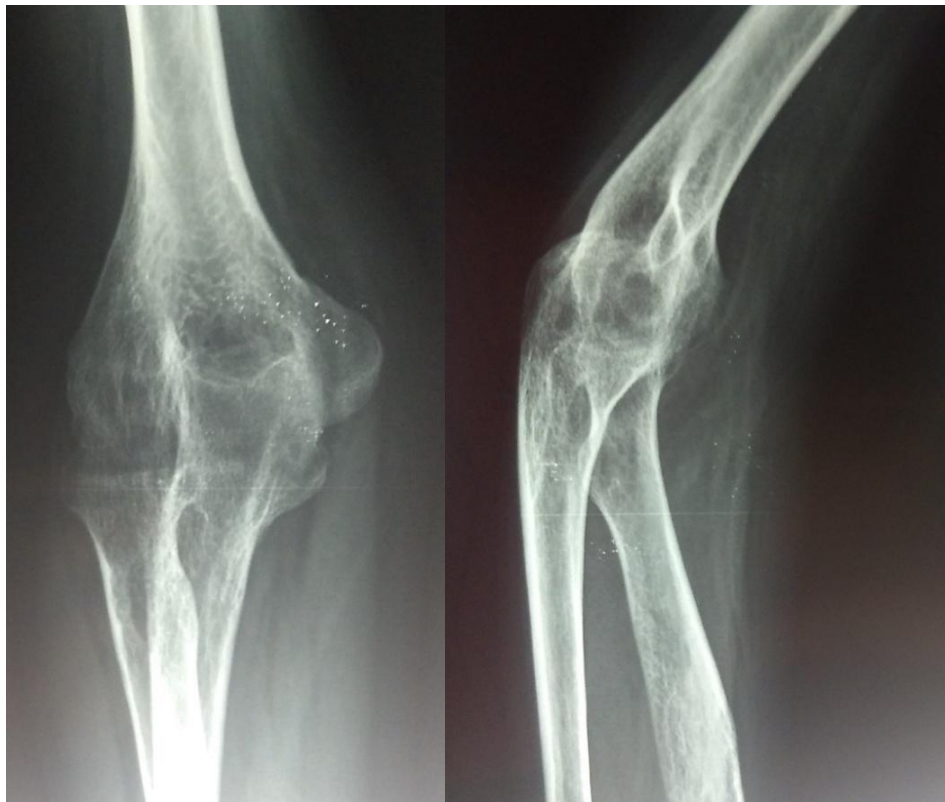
Рентгенограммы пациента с анкилозом локтевого сустава, развившегося в результате ревматоидного поражения (V стадия по классификации А. Larsen)
